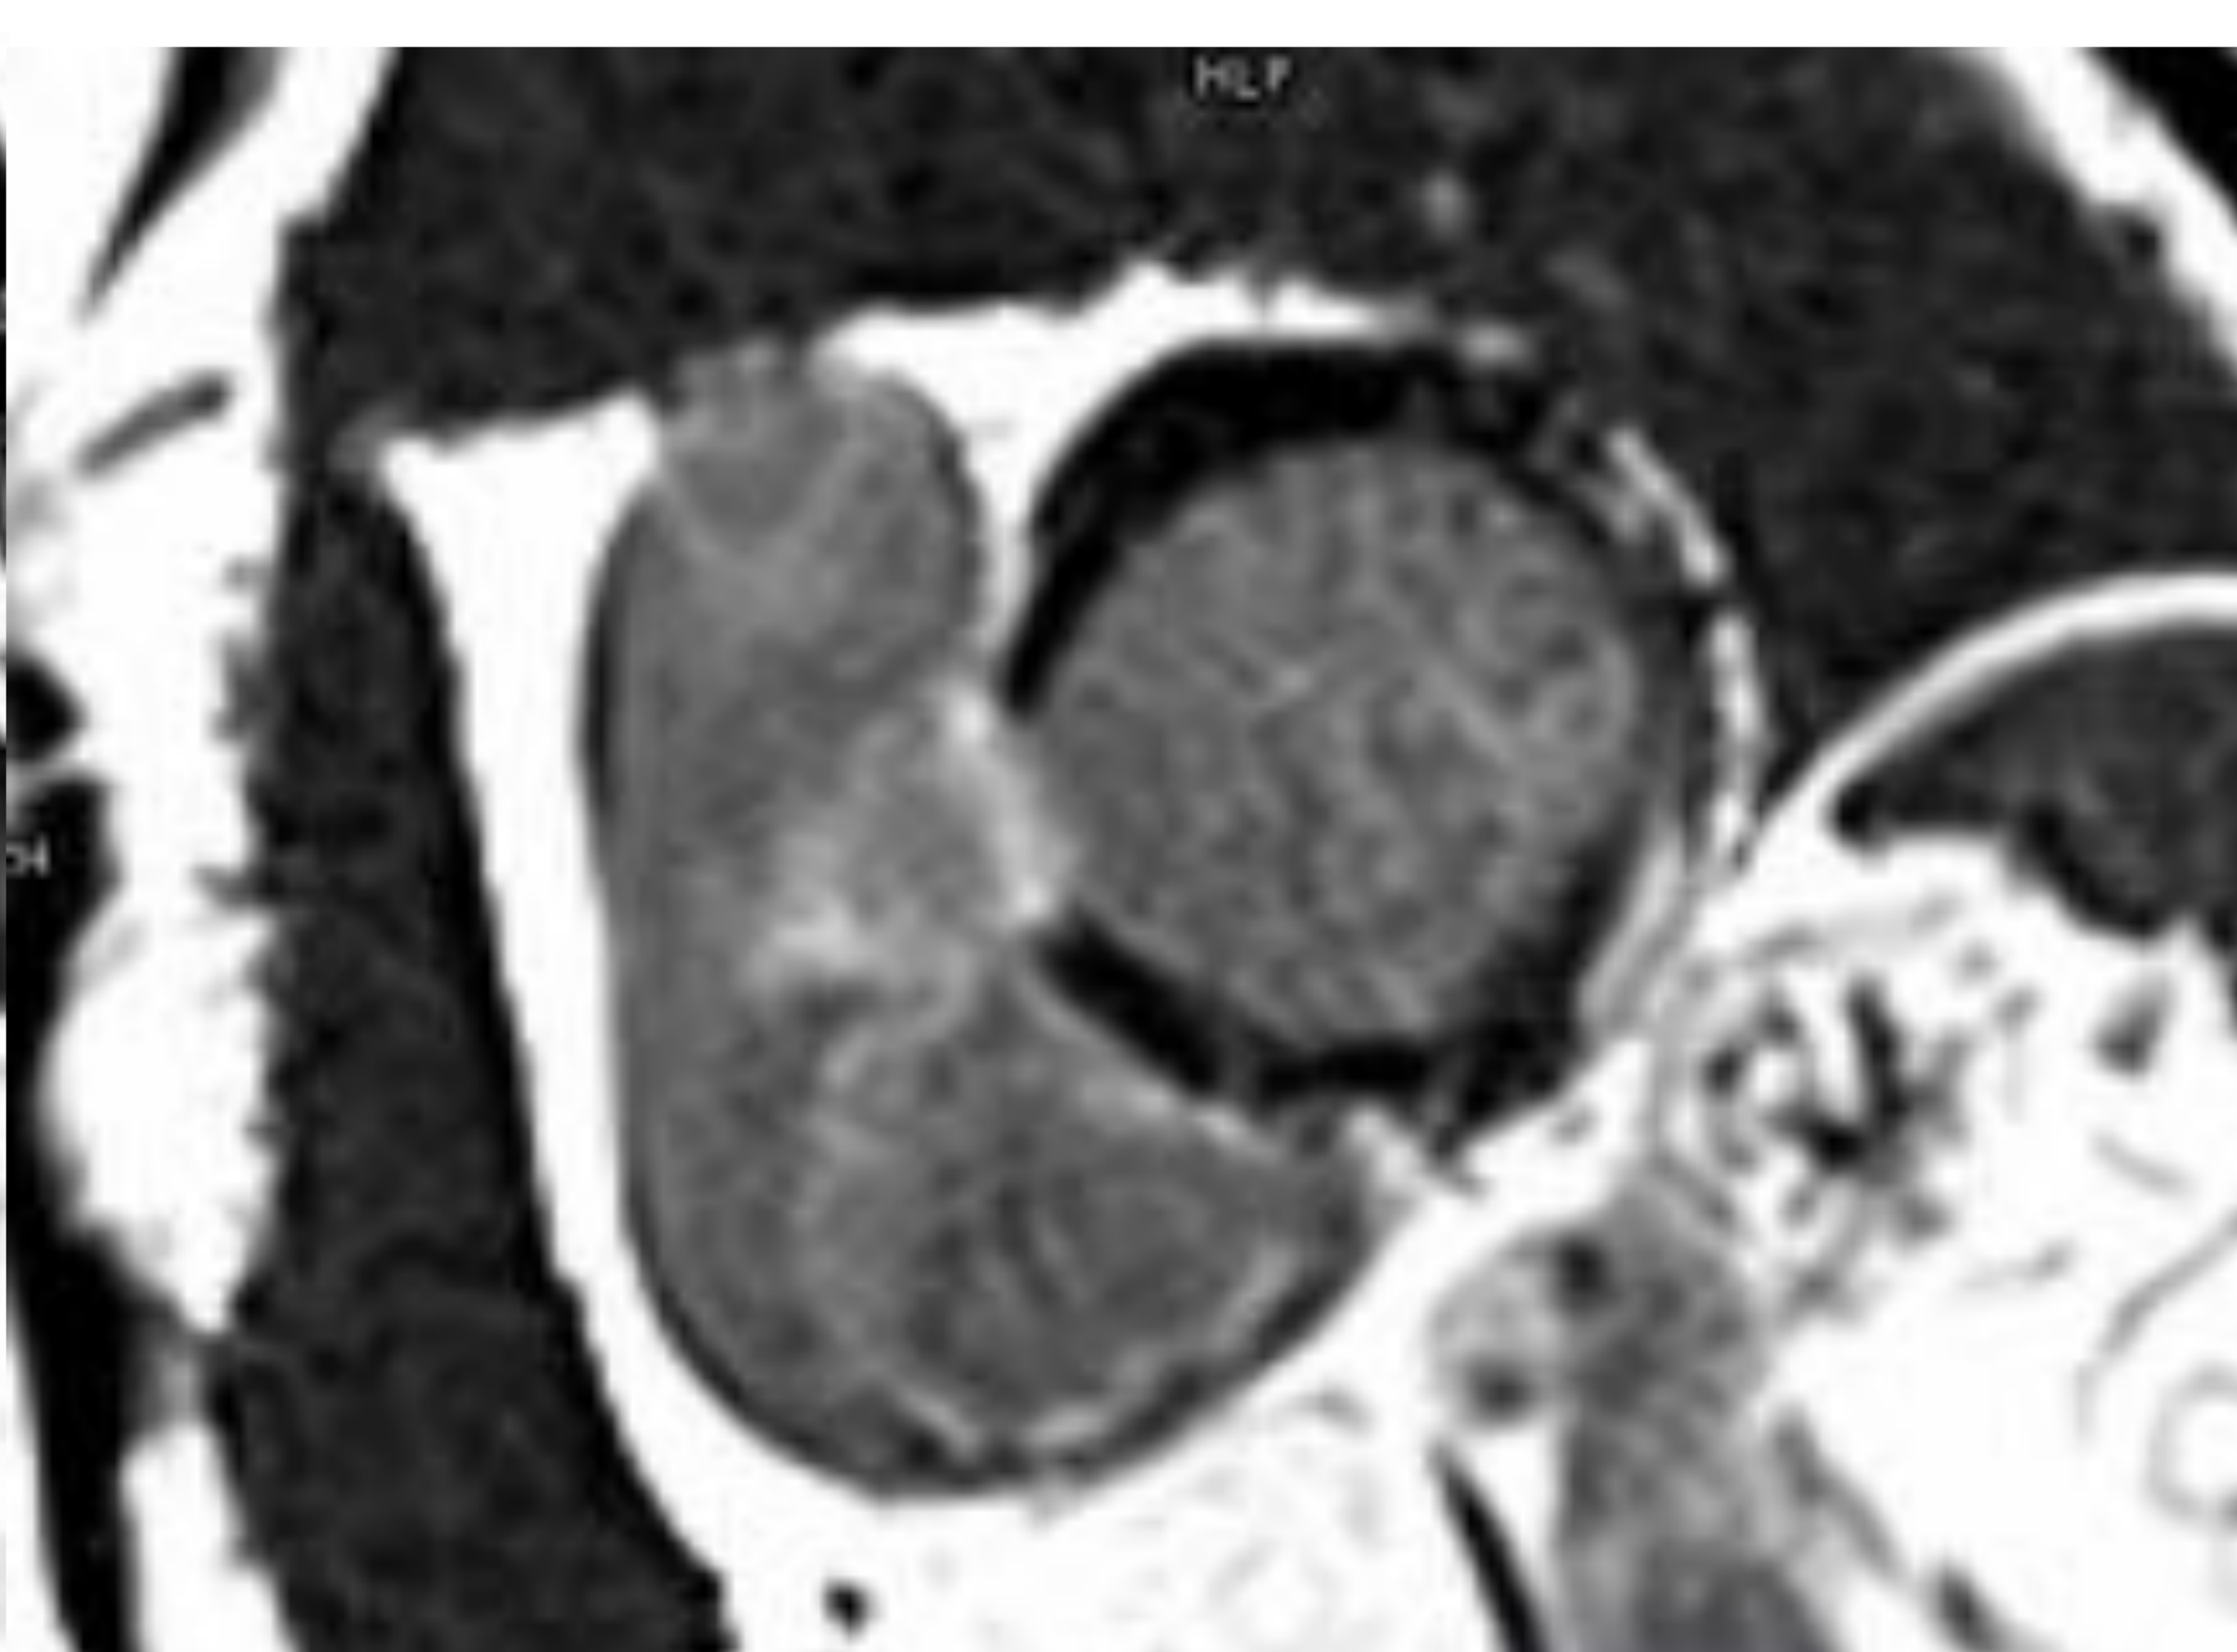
RTG intramiocárdico septo basal anterior y subepicárdico inferolateral basal
